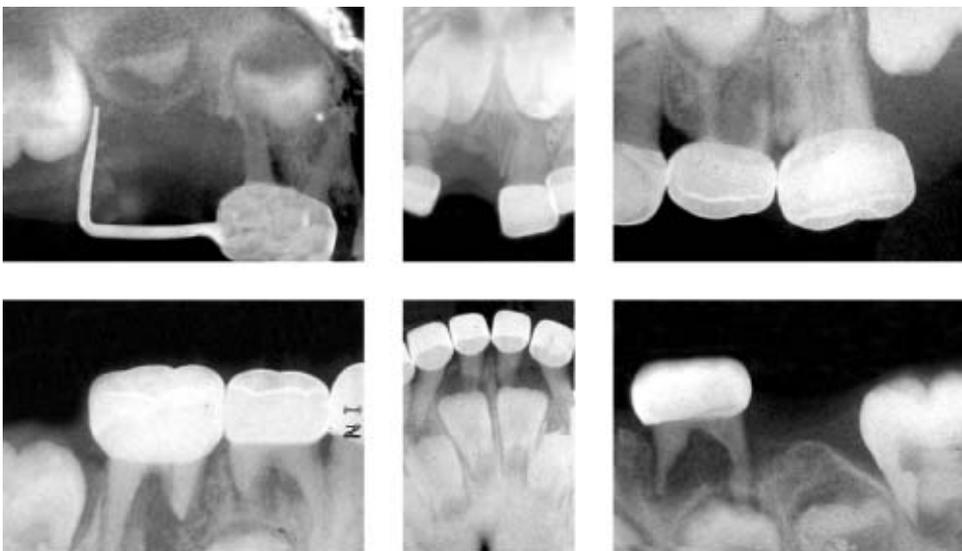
Radiografías dentitoalveolares finales.
